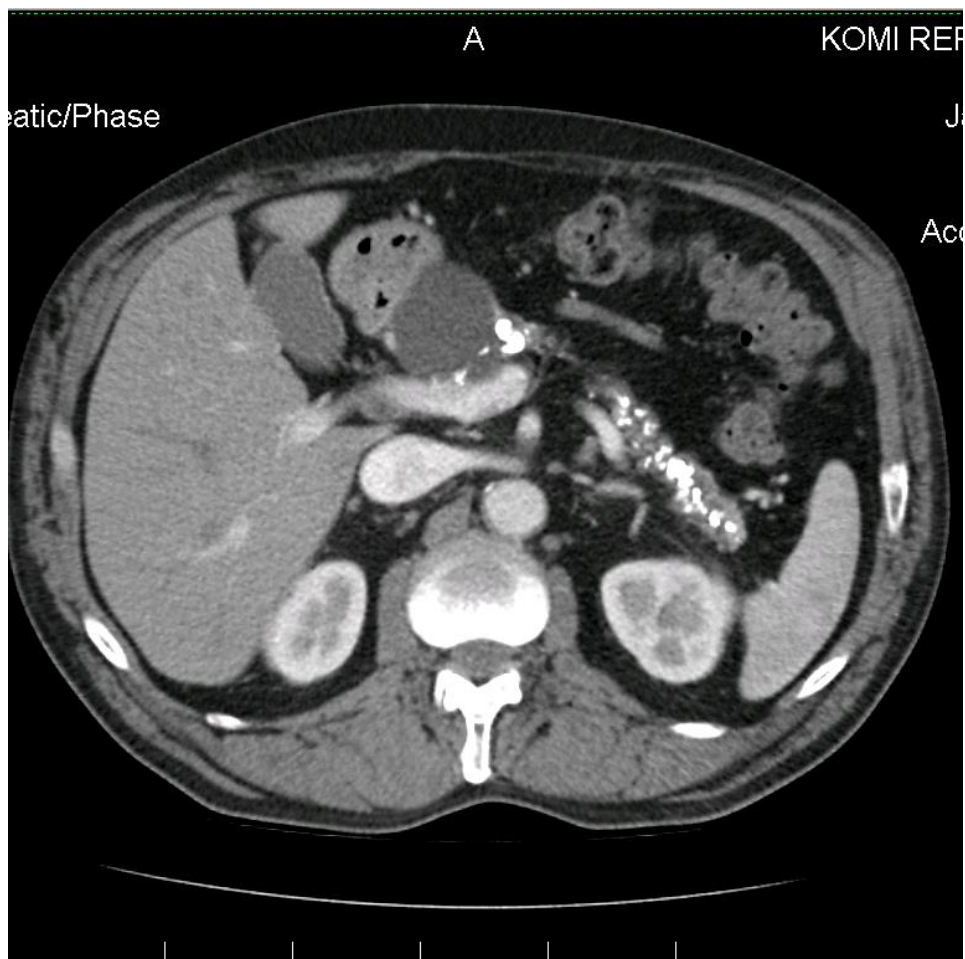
МСКТ предполагаемого хронического кистозного панкреатита.
